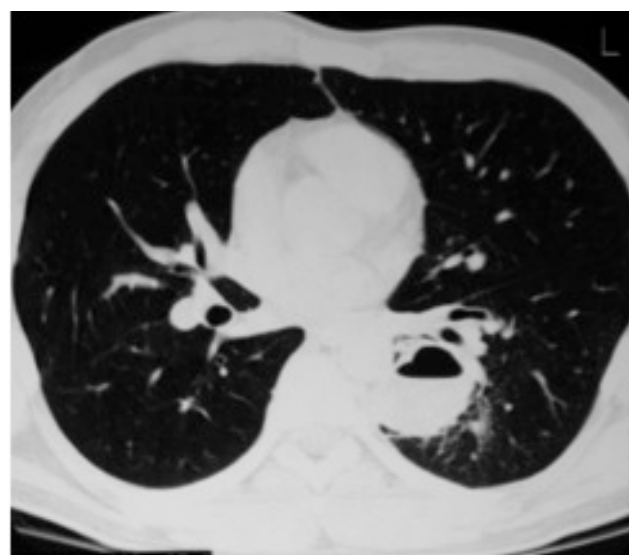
TC de Tórax mostrando un secuestro cuyo diagnóstico diferencial era un absceso pulmonar.
